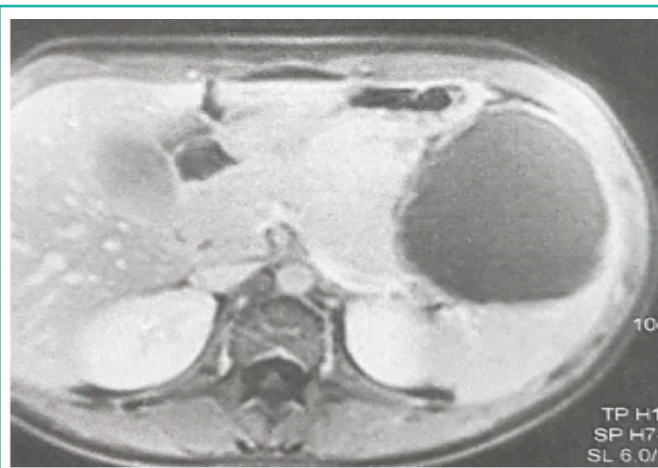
coupes TDM abdominales montrant une grosse lésion kystique de la rate
